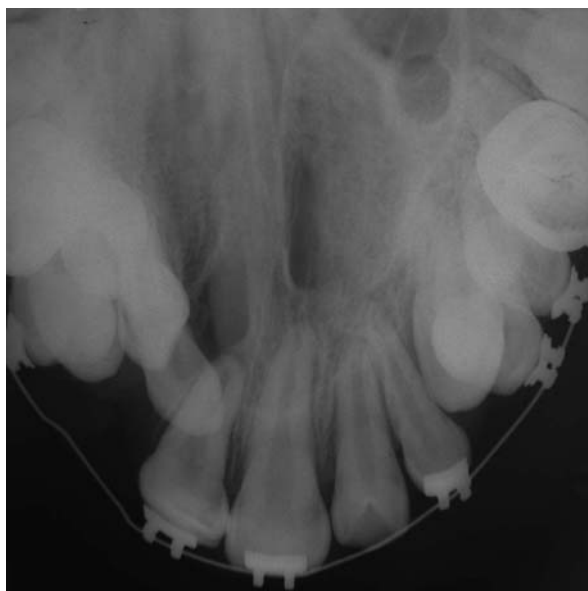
Radiografia oclusal onde se evidencia a agenesia de incisivo lateral direito e presença de extranumerário pré-canino esquerdo
